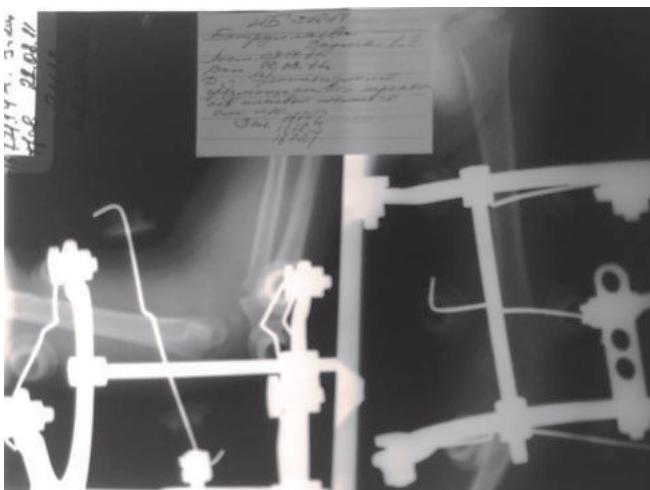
Рентгенограмма левого локтевого сустава больной Б. после операции.
